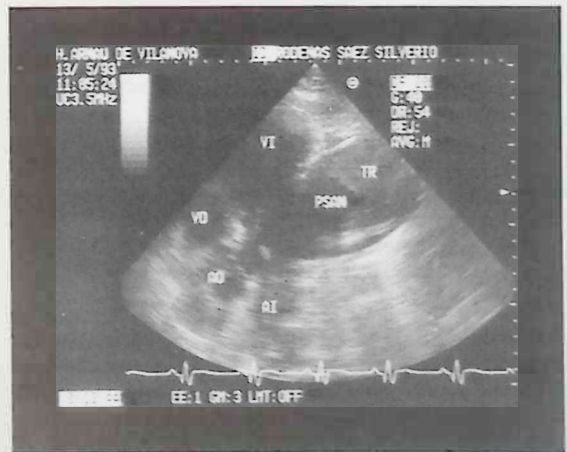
Ecocardiograma bidimensional, transtorácico obtenido en posición apical modificada. La imagen corresponde a un plano longitudinal en el que se observan las cavidades izquierdas, raíz aórtica, ventrículo derecho, y una amplia cámara sacular conectada mediante un estrecho cuello a la cámara VI, situada en el segmento posterobasal. Se aprecia la presencia de un gran trombo en su interior.
